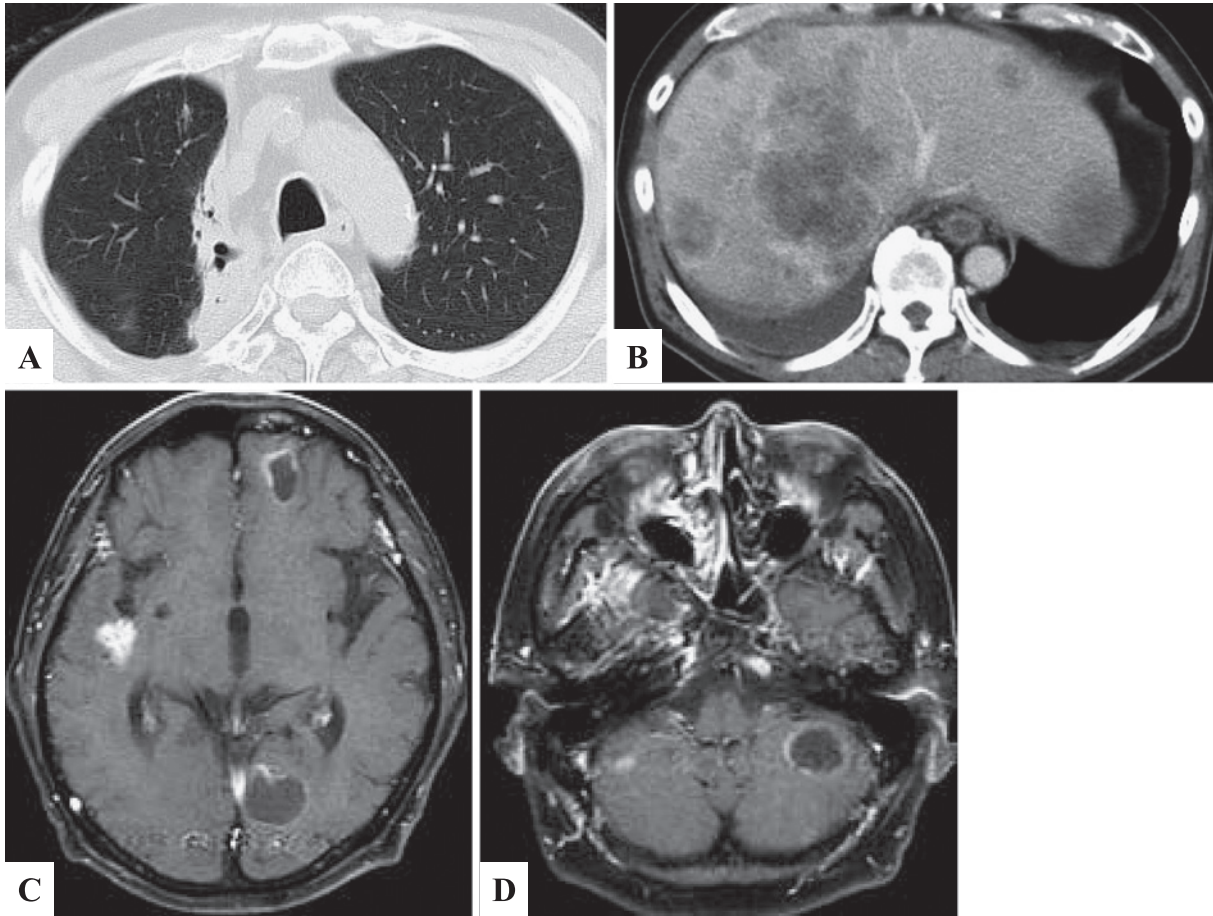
A, B. Enhanced CT showed radiation pneumonitis in the right upper lobe and the presence of multiple liver metastases. C, D. Gadolinium-enhanced head MRI showed multiple brain metastases in the cerebrum and cerebellum.
